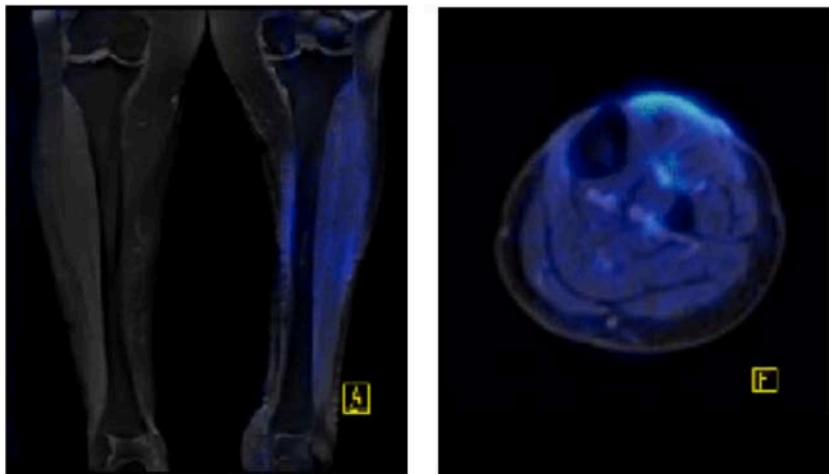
Imágenes PET fusionadas con imágenes de resonancia magnética (PET/RM).
